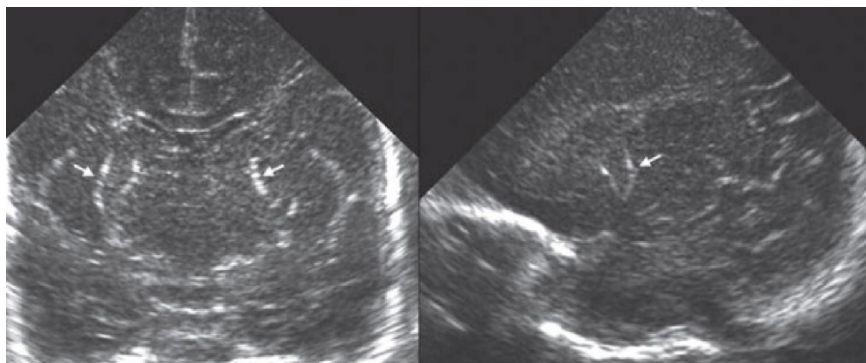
Infection néonatale à cytomégalovirus. Échographie transfontanelle : vasculopathie lenticulo-striée en « candélabre ».
